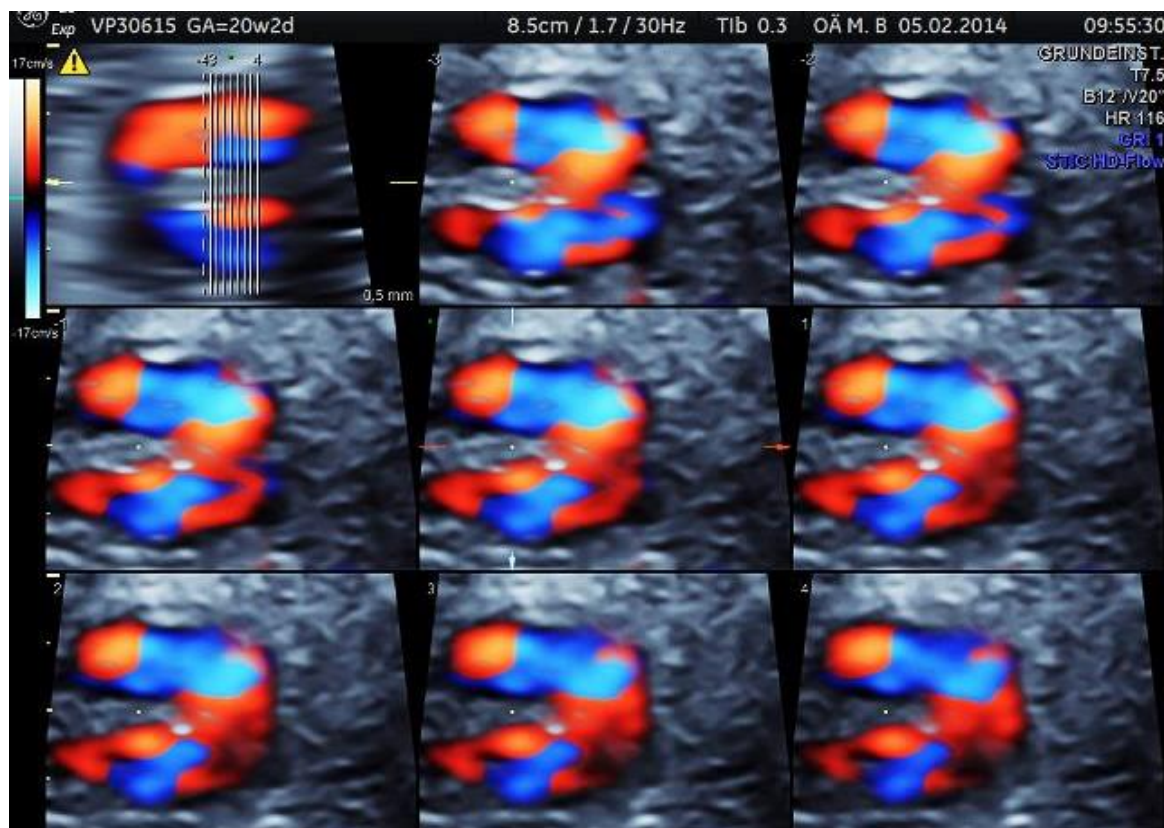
Intaktes Ventrikelseptum in der Farbdopplerdarstellung in mehreren Schnittebenen.
